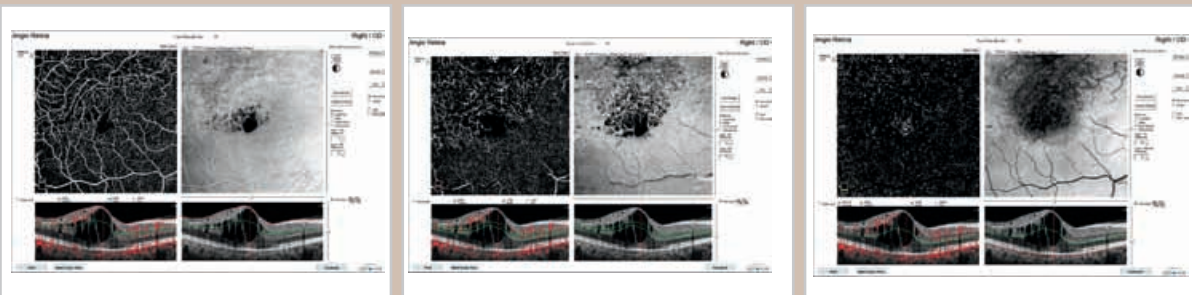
Exame de angiotomografia mostrando importante edema central da retina com “DRIL” (dano e desestruturação da retina em todas as camadas) acometendo parte da mácula. O estudo vascular mostra maior comprometimento da rede vascular retiniana profunda do que da rede vascular superficial.
